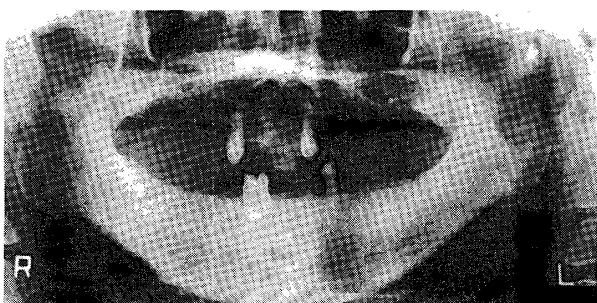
Case 2: Postoperative panoramic radiograph
